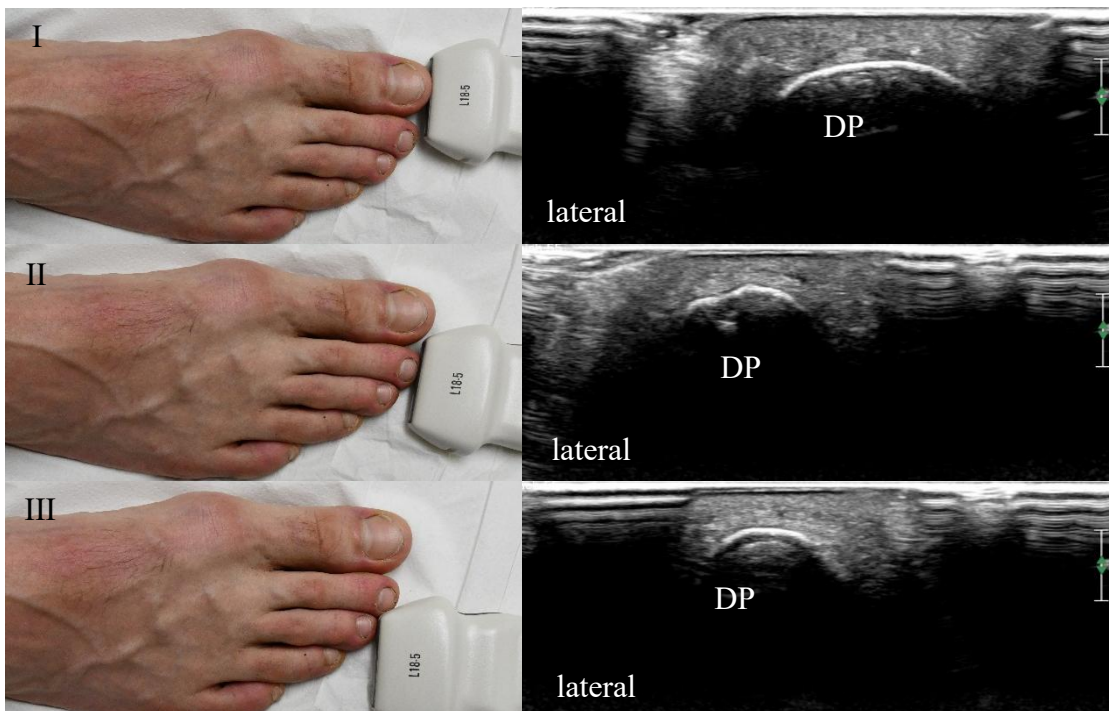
Darstellung der Schallkopfpositionen der Sonographie der Zehen.
